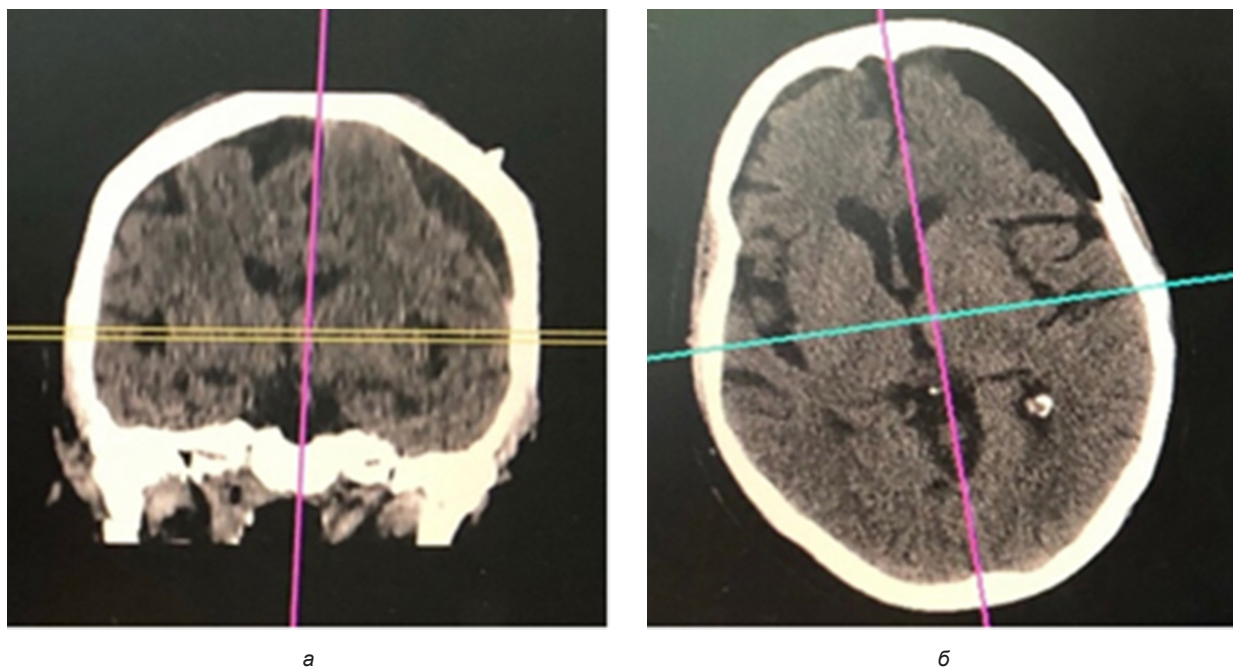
Компьютерная томограмма головного мозга пациентки С. после оперативного лечения на 7-е сутки: а — фронтальная проекция; б — аксиллярная проекция
